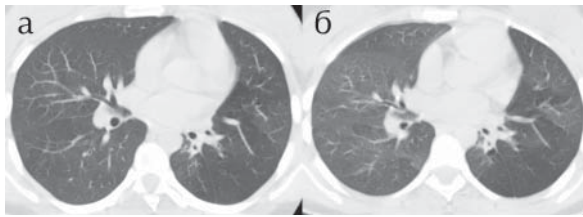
Инспираторная (а) и экспираторная (б) КТ. Средняя зона.
